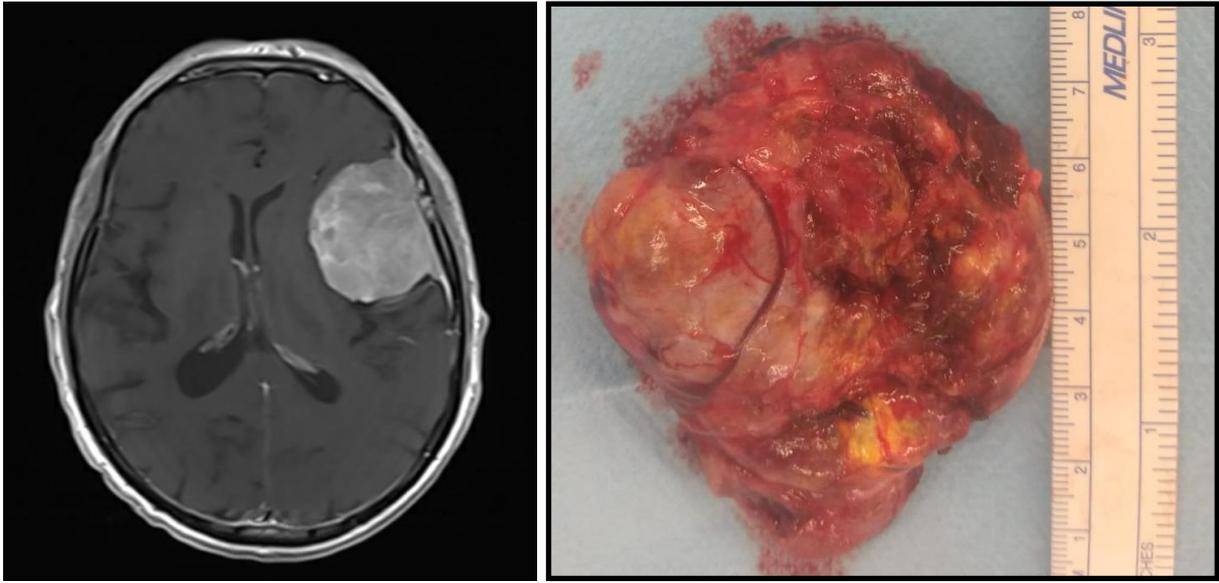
Imagen de RM donde se observa la cola dural del meningioma (izda). Resección en bloque. Imagen anatomopatológica (dcha.).
